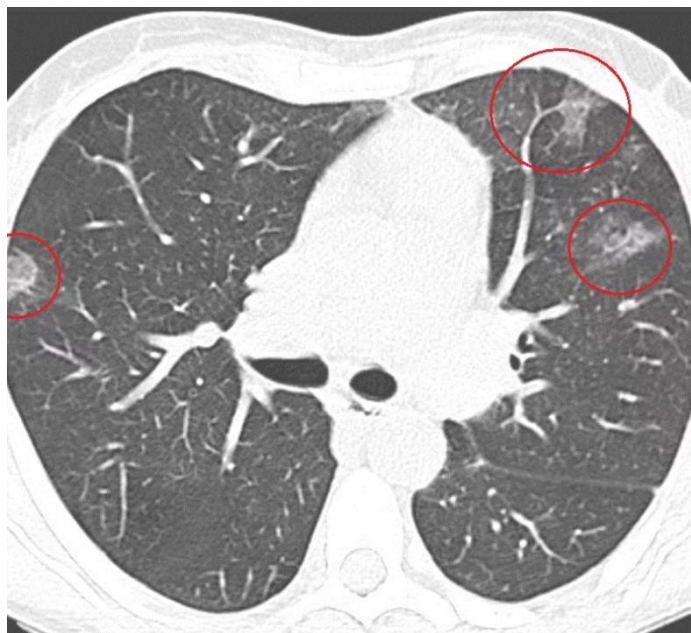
Изображение КТ-сечения грудной клетки пациента с легкими, пораженными коронавирусом (в красных кружках – эффект матового стекла).
